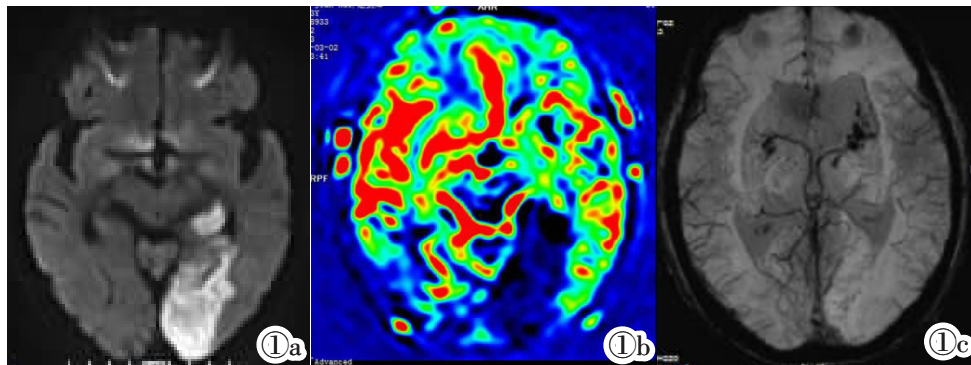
男,63 岁,左颞枕叶 ACI。图 1a:DWI 显示病变区高信号;图 1b:ASL 显示相应梗塞区域呈低灌注,范围较图 1a 稍大;图 1c:SWI 显示梗塞区静脉血管减少,并见散在斑点低信号出血灶。
